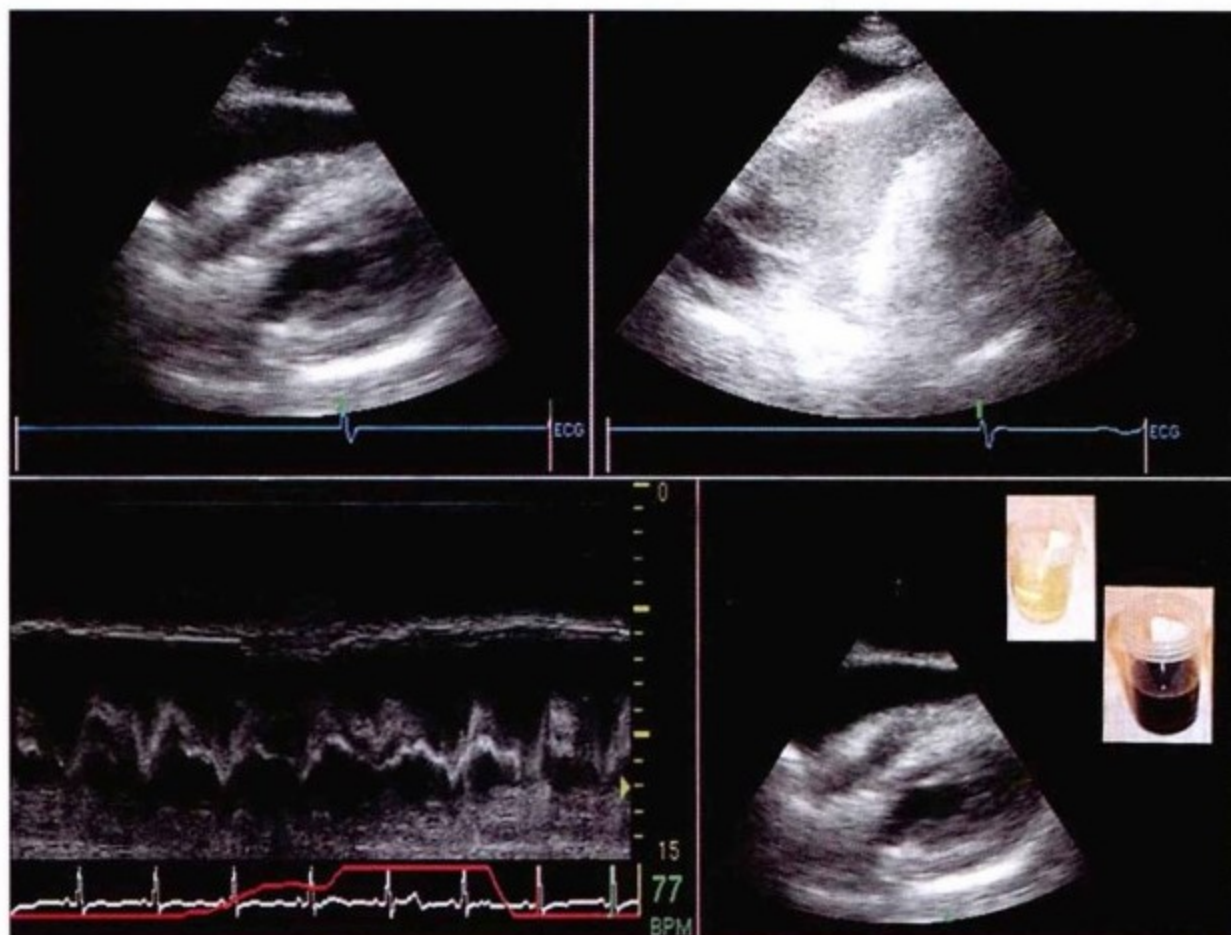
左上图,15个月前刚出现症状时经胸超声心动图肋骨下切面显示心包积液,右侧心腔塌陷与腹水。右上图,再次出现症状时经胸超声心动图显示心包积液,严重的右侧心腔塌陷与腹水。左下图,肋骨下切面心脏的M型超声检查。第一个黑色区域为腹水(5cm)。第二个黑色区域为心包积液(超过3cm)。右室游离壁与小的右室腔在另一侧。吸气时,右室腔容积增大。按照距离设计导管插入深度,但没料到进入了心包腔,因为腹水为黄色而胸水为血性。右下图,导管吸出的液体:黄色的腹水与血性的胸水。
